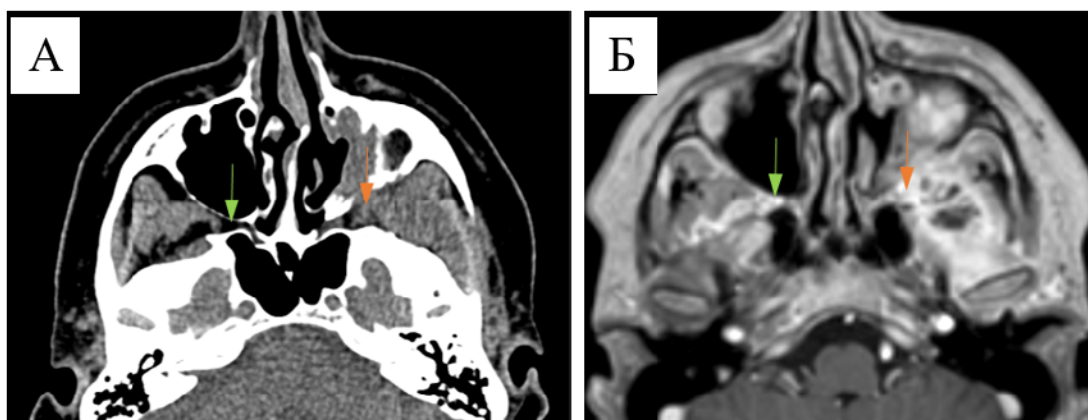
Пациентка В., контрольная группа, воспалительная псевдоопухоль. А - КТ, Б - МРТ в режиме T1 с контрастом. Вид крылонебной ямки на здоровой стороне (зеленые стрелки), и на стороне патологического процесса (оранжевые стрелки)
